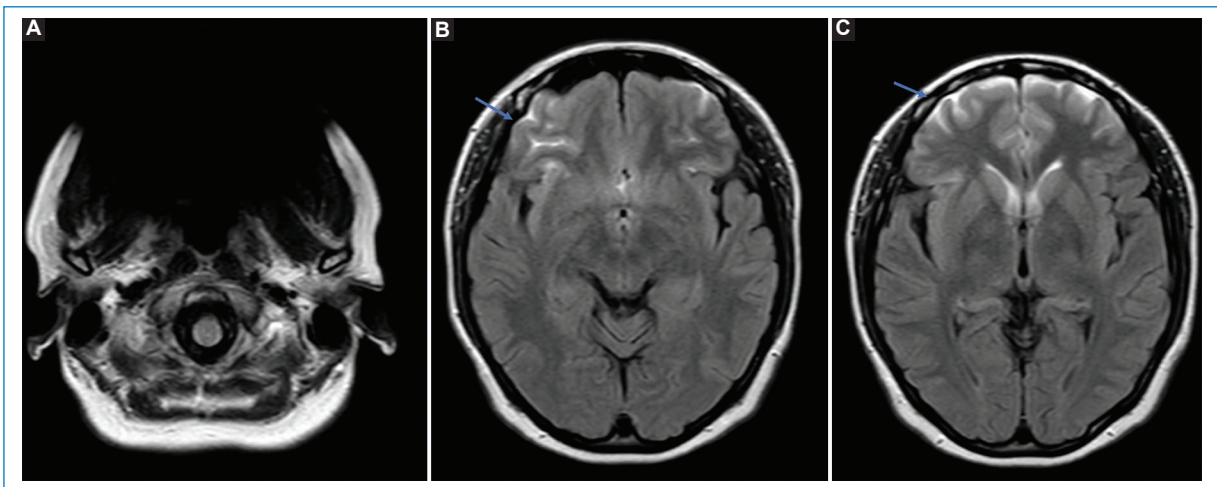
Paciente de 17 años usuaria de elementos metálicos de ortodoncia que producen un artefacto de susceptibilidad magnética (A). En las imágenes FLAIR (B y C) se observa la falta de supresión del líquido cefalorraquídeo (flechas) como consecuencia de la alteración local del campo magnético.
